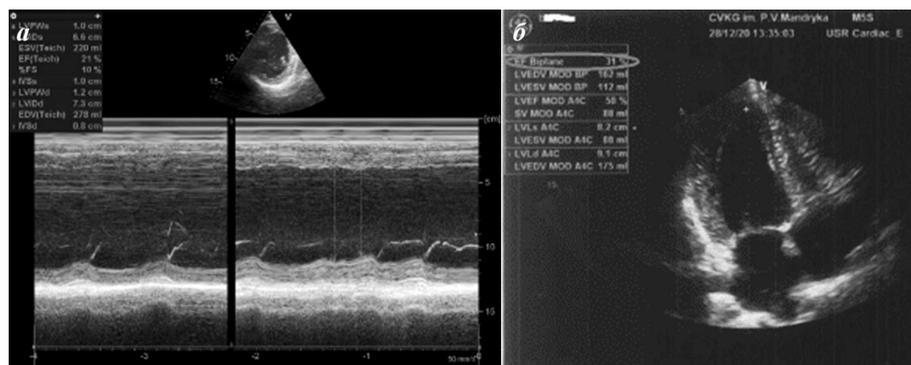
Эхокардиография пациента: а - при поступлении в стационар, б - после восстановления синусового ритма.
